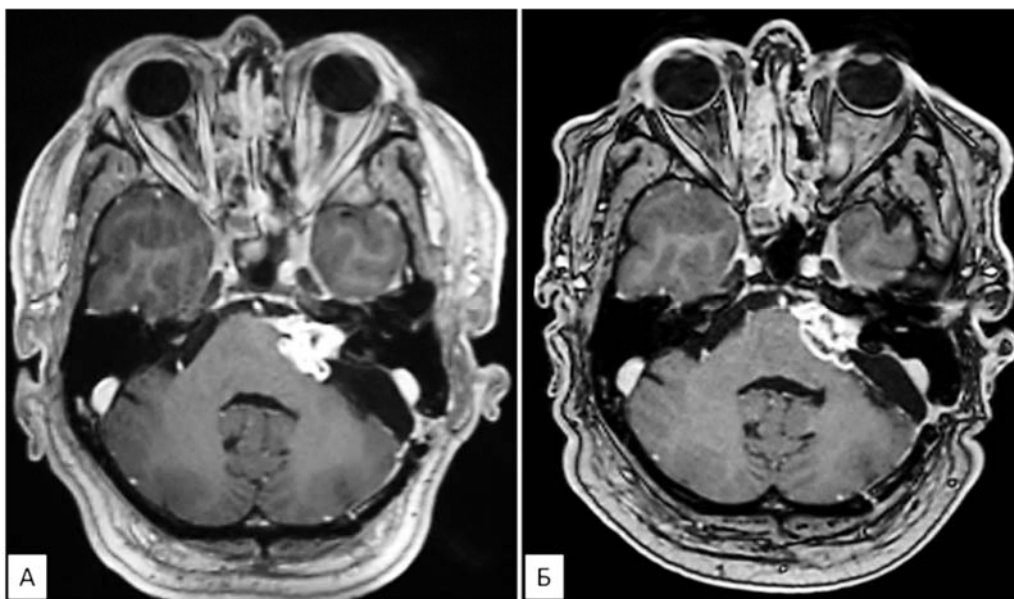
Контрольная МРТ головного мозга. А – через 3 месяца после операции (до лучевой терапии), Б – через 12 месяцев после лучевой терапии
